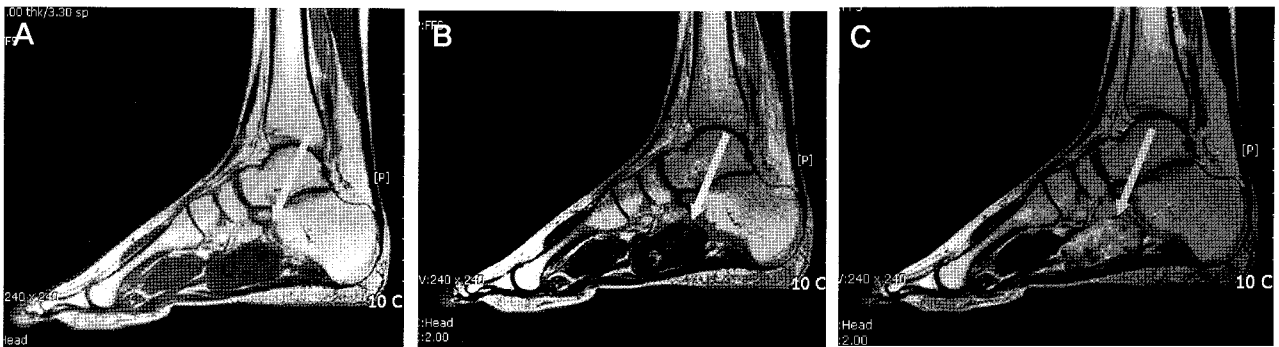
Sagittal MRI of Lt foot. (A) T1 weighted image shows low signal intensity, 3×2×6 cm sized mass along the flexor digitorum longus tendon. (B) T2 weighted image shows high signal intensity which means fluid collection with internal low signal parts in the mass. (C) T1 weighted with enhanced image shows irregular slightly high signal enhancement in the mass.
